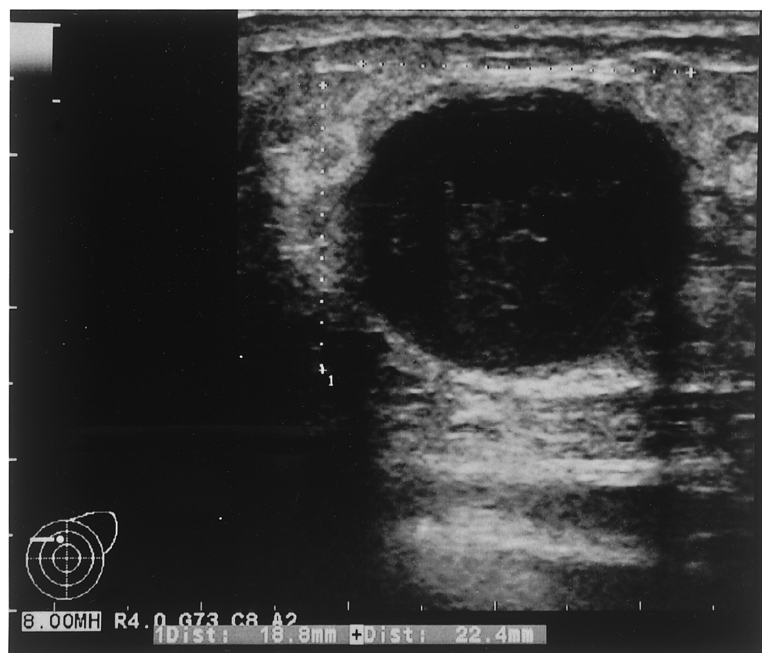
左乳腺腫瘍の超音波所見（前回の検査から18日後）
